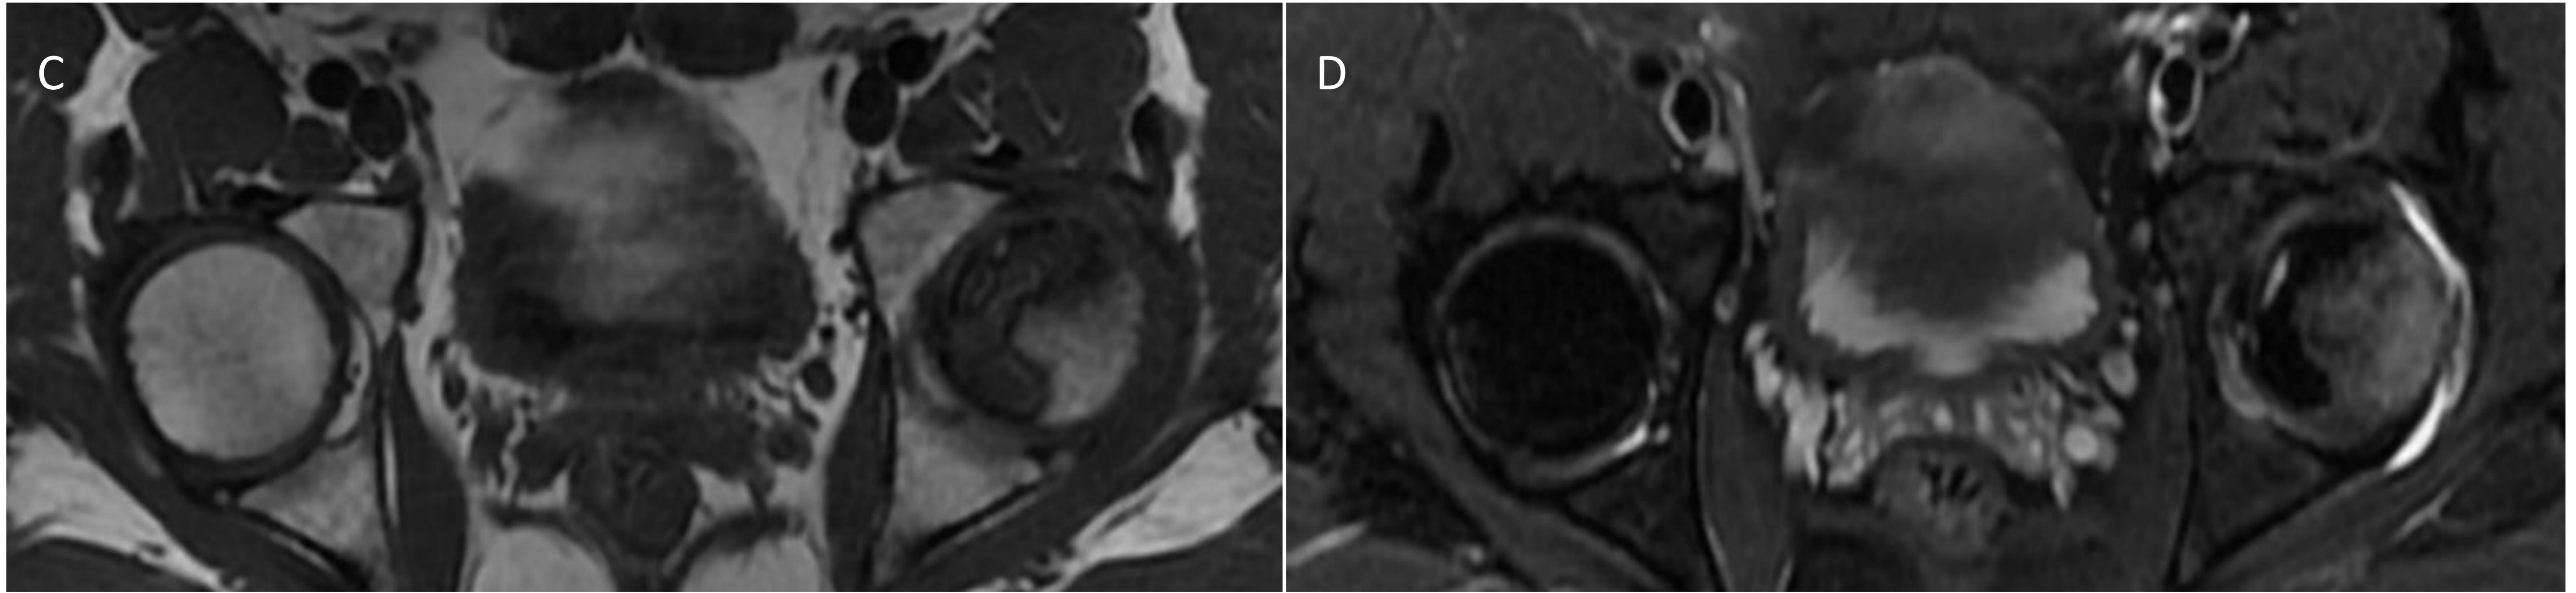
(Continúa de página anterior). RM secuencia coronal potenciada en T1 (A), secuencia coronal potenciada en densidad protónica (DP) con saturación de la grasa (B), secuencia axial potenciada en T1 (C) y en densidad protónica (DP) con saturación de la grasa (D). Paciente con LES y coxalgia izquierda al que se le realiza estudio en el que se aprecia edema óseo en cabeza femoral izquierda con alteración de señal en secuencias potenciadas en T1 y DP y fractura subcondral con identificación de signo de la lesión en banda subcondral. *Referencia. Servicio de Radiodiagnóstico. Hospital Universitario Virgen de las Nieves. Granada.*
